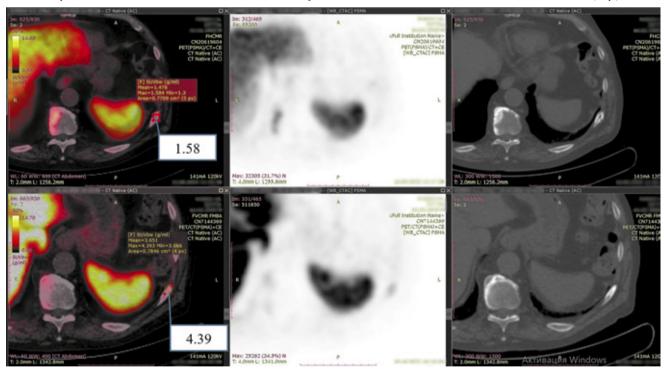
Сравнение данных исследований ПЭТ/КТ (IX ребро слева) до лечения (снизу) и снижение экспрессии и нарастание склерозирования после 6 циклов РНТ РФЛП на основе радия-223 хлорида (сверху)
